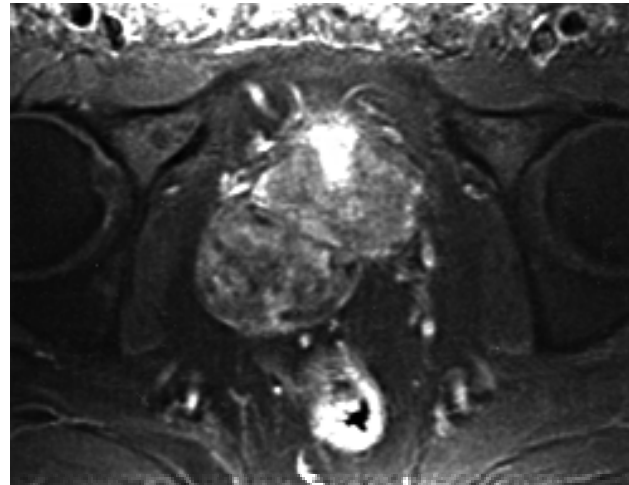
Coupe axiale IRM.
